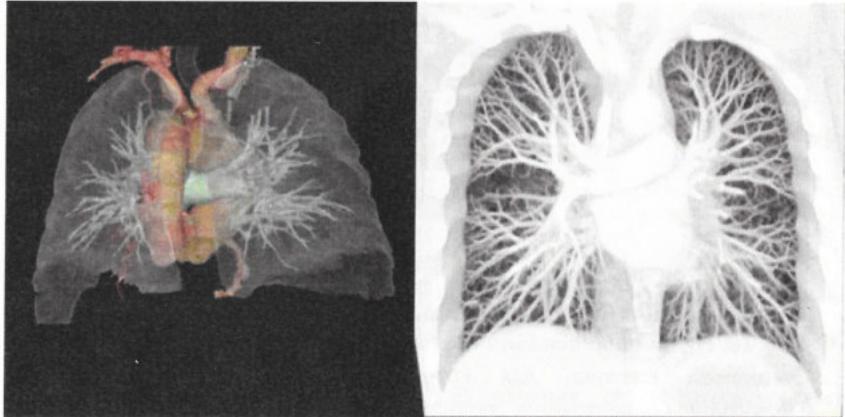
Мультиспиральная компьютерная томография легких.
